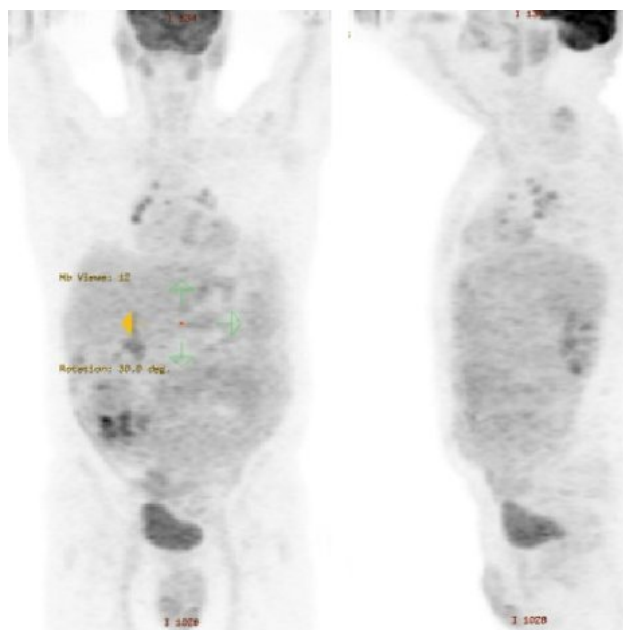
Cortes coronal y sagital de un estudio PET-FDG realizado en uno de los pacientes con PMP. Captación difusa en peritoneo, con clara separación del retroperitoneo en la imagen sagital.
